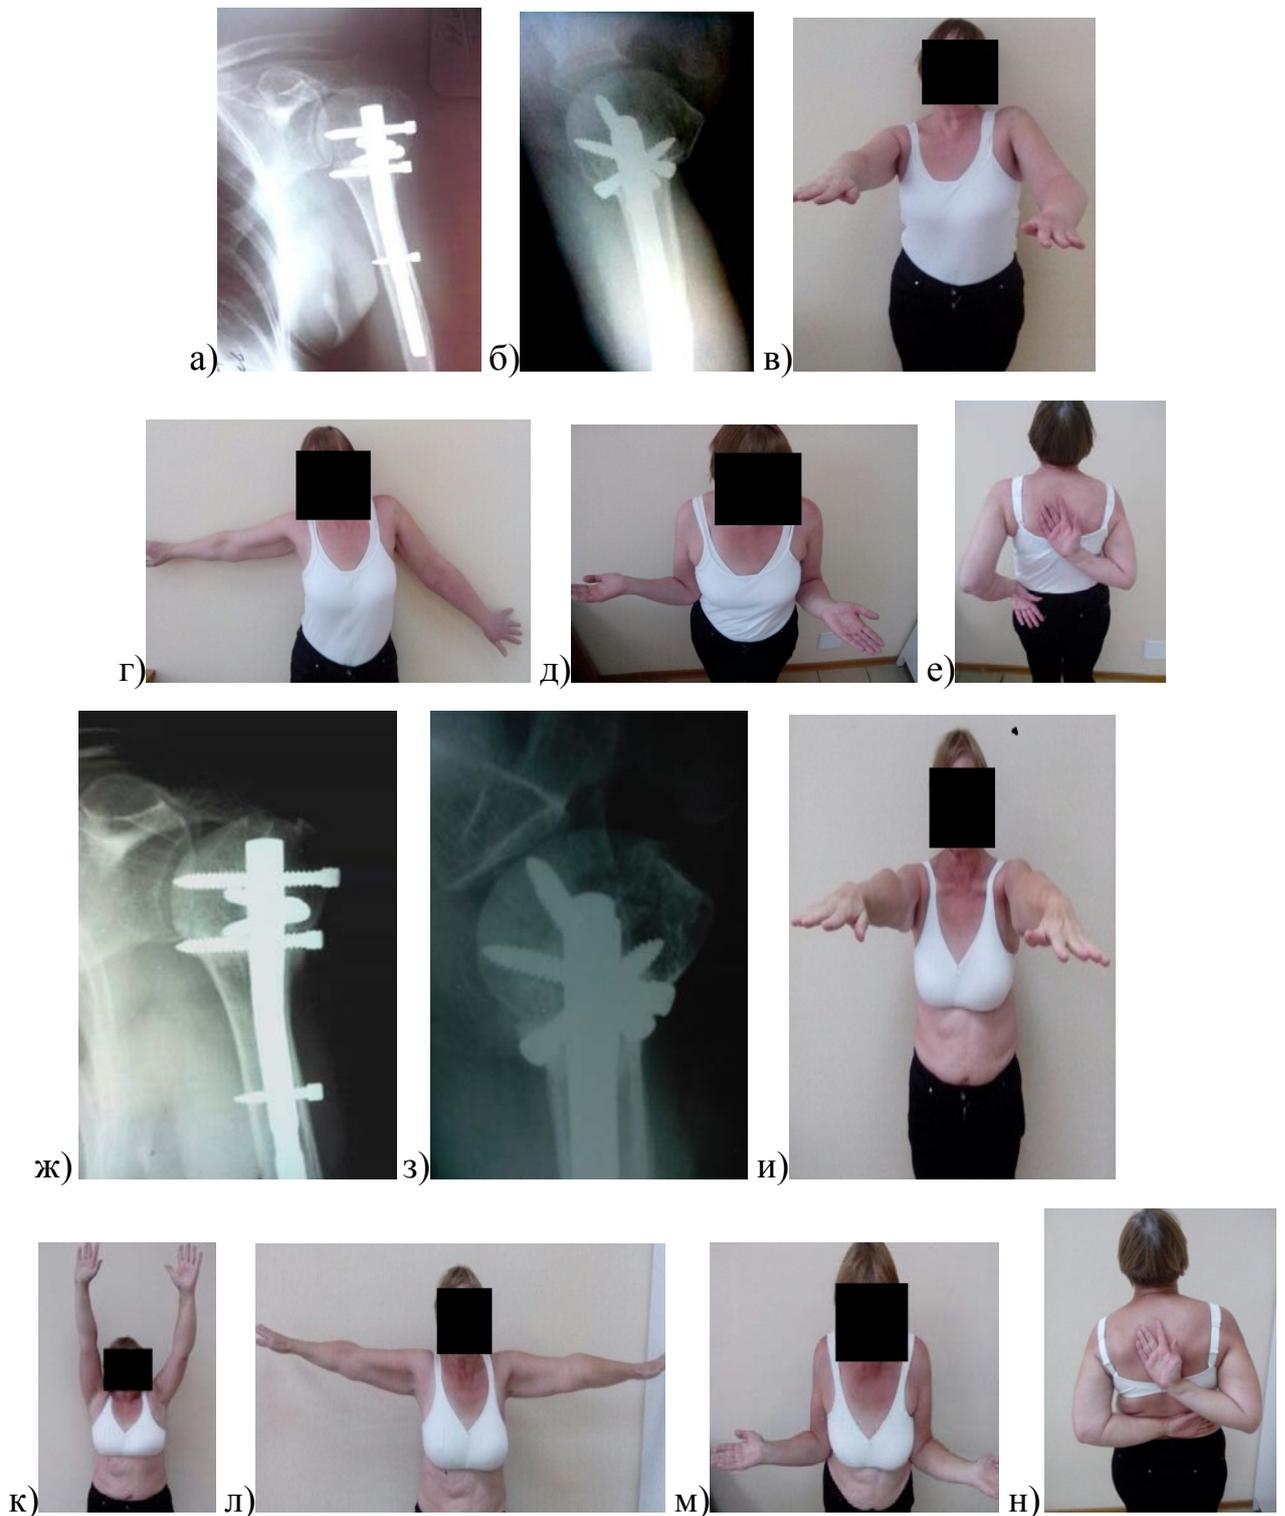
Клинический пример асептического некроза после БИОС трехфрагментарного перелома ПОПК у пациентки К., 56 лет: а,б – рентгенограммы левого плечевого сустава в прямой и аксиальной проекциях через 1 месяц после БИОС; в,г,д, е – функция левой верхней конечности после снятия иммобилизации на через 1 месяц после БИОС; ж, з – рентгенограммы левого плечевого сустава в прямой и аксиальной проекциях через 3 месяца; и,к,л,м,н – функция левой верхней конечности после снятия иммобилизации через 3 месяца после БИОС.
